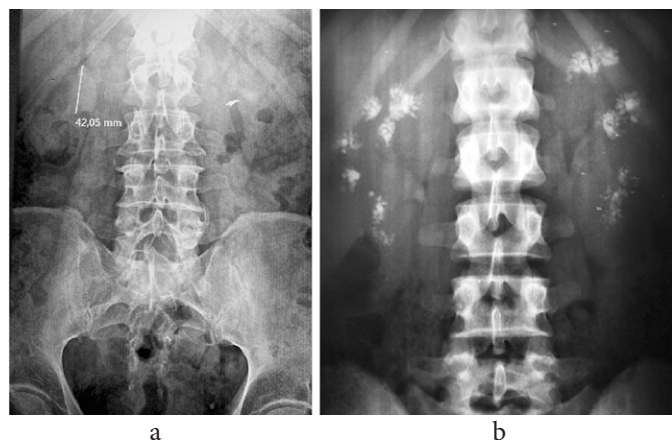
Radiografie renovezicală simplă: a – calculi bilaterali slab roentgen pozitivi, b – nefrocalcinoză bilaterală.
